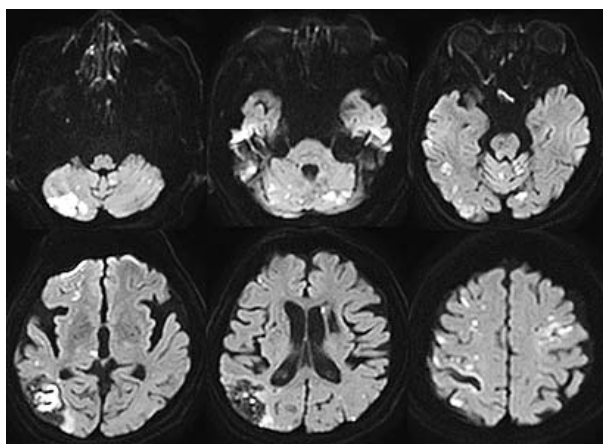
アスピリン内服後の頭部 MRI 画像 (第40病日)
